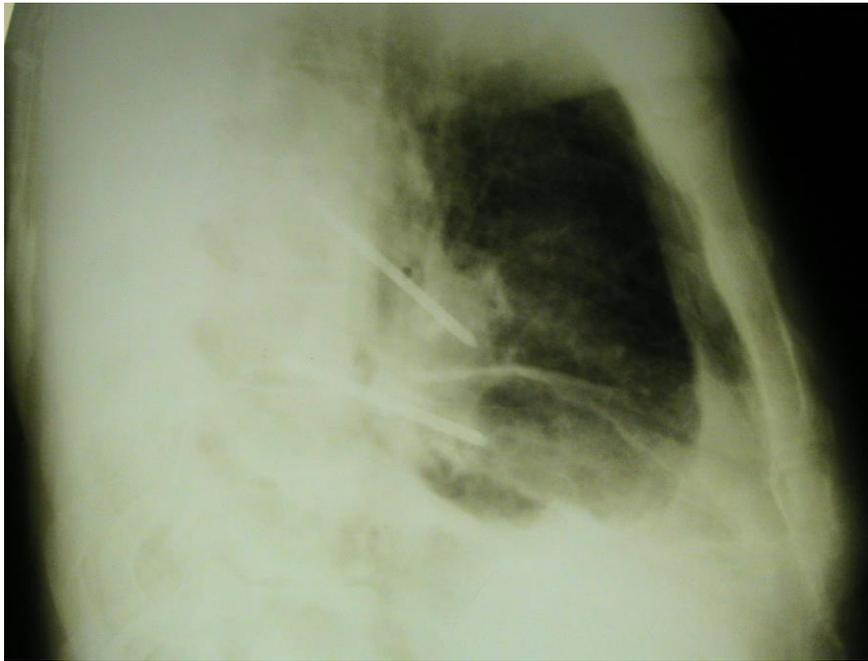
Больной Р. 47 л. Рентгенограмма боковая проекция, через 14 дней после операции. Фиксация отломков ребер штифтами сохранена. ИБ № 26995
